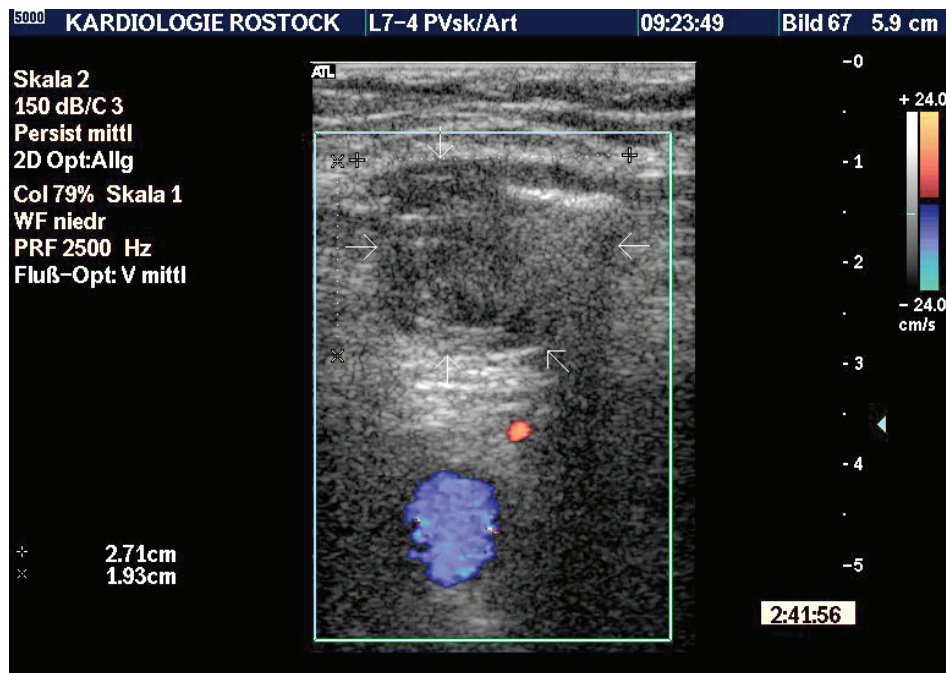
Erste duplexsonographische Kontrolle
